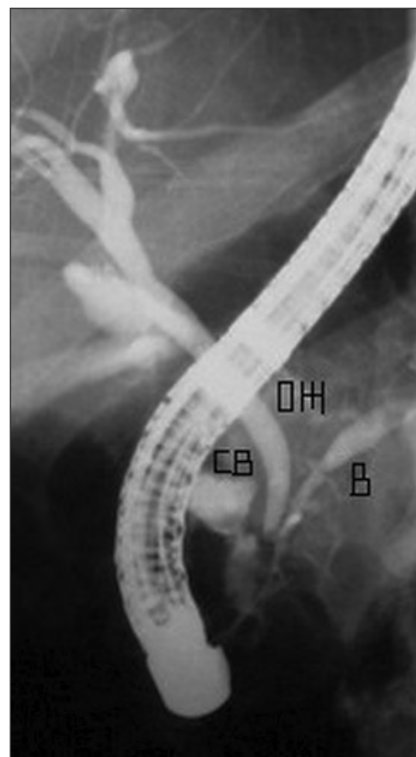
Рентгенограмма. Свищ панкреатического протока: ОЖ — общий желчный проток — холедох; В — вирсунгов проток; СВ — свищ вирсунгова протока
